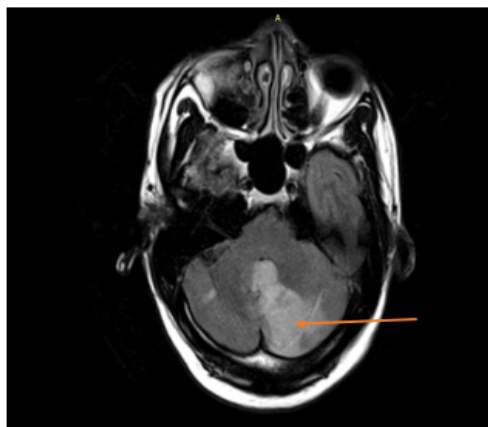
T2 FLAIR sequence showing ischemia of the postero-inferior cerebellar artery.
